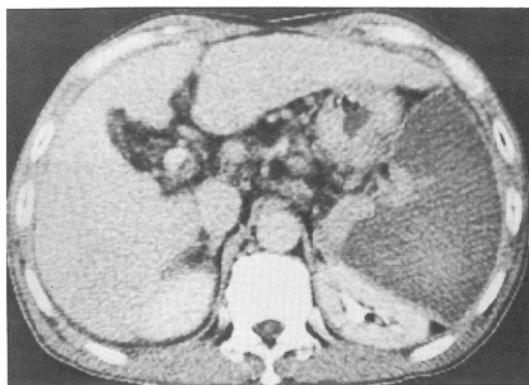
CT scan demonstrates extensive splenic infarction but the capsule of the spleen is enhanced by I.V. injected contrast medium.
